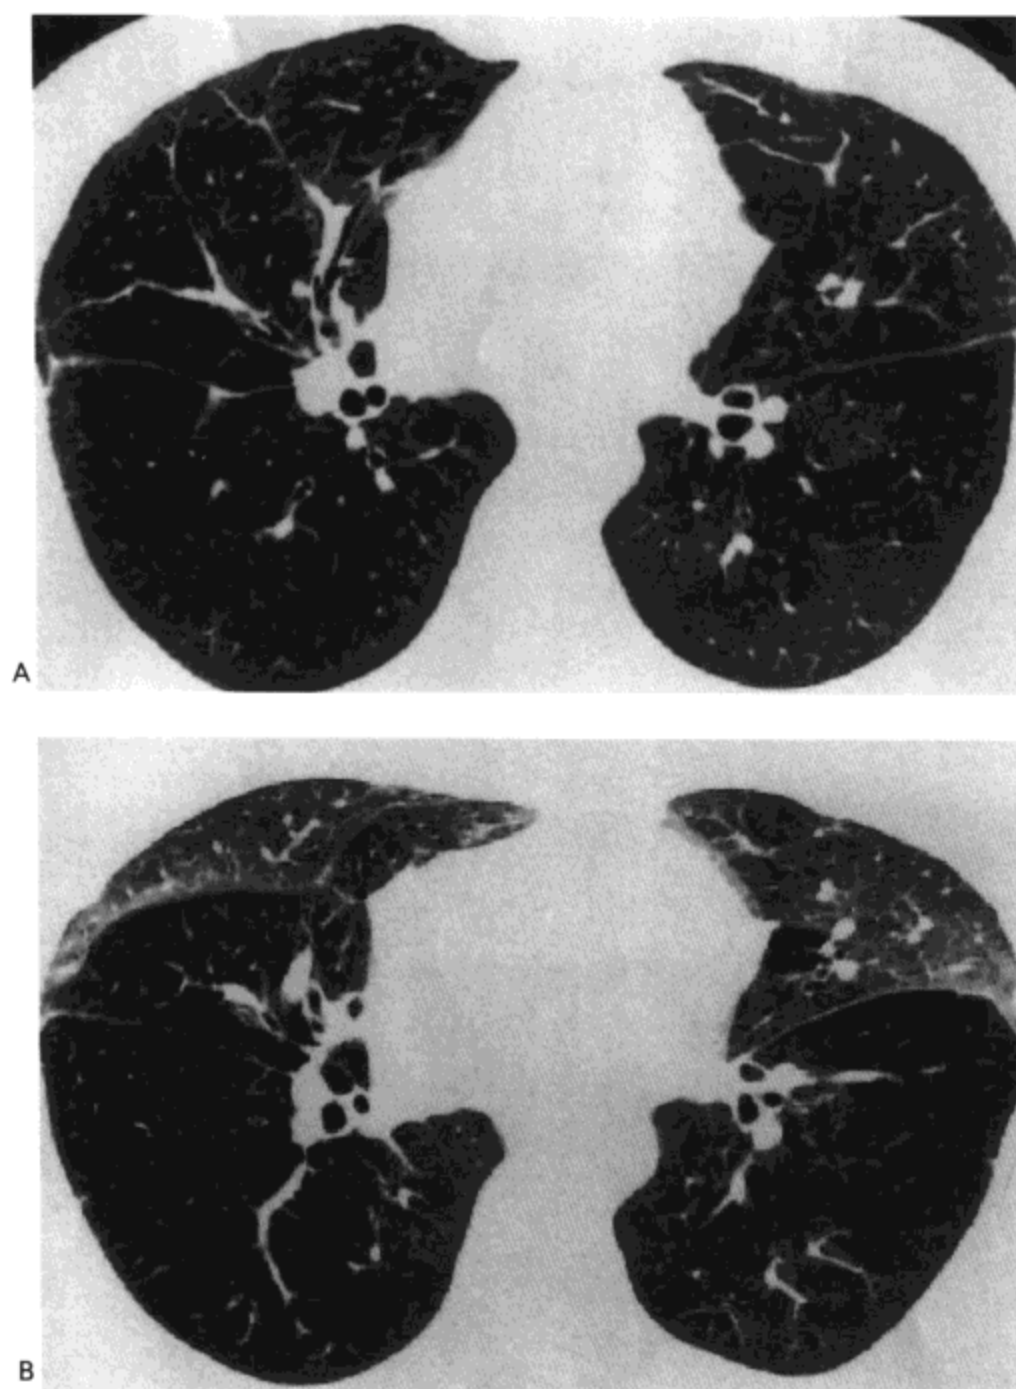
闭塞性细支气管炎。吸气相高分辨率 CT 影像示主要位于下叶模糊的低密度与少血管区。由于血流再分配形成的前肺高密度与多血管的改变明显。B: 呼气相影像示全下叶明显的空气滞留, 伴斜裂向前膨隆。右肺中叶、右上叶与舌叶内片状空气滞留区。病人为一 40 岁的妇女, 双侧肺移植。
